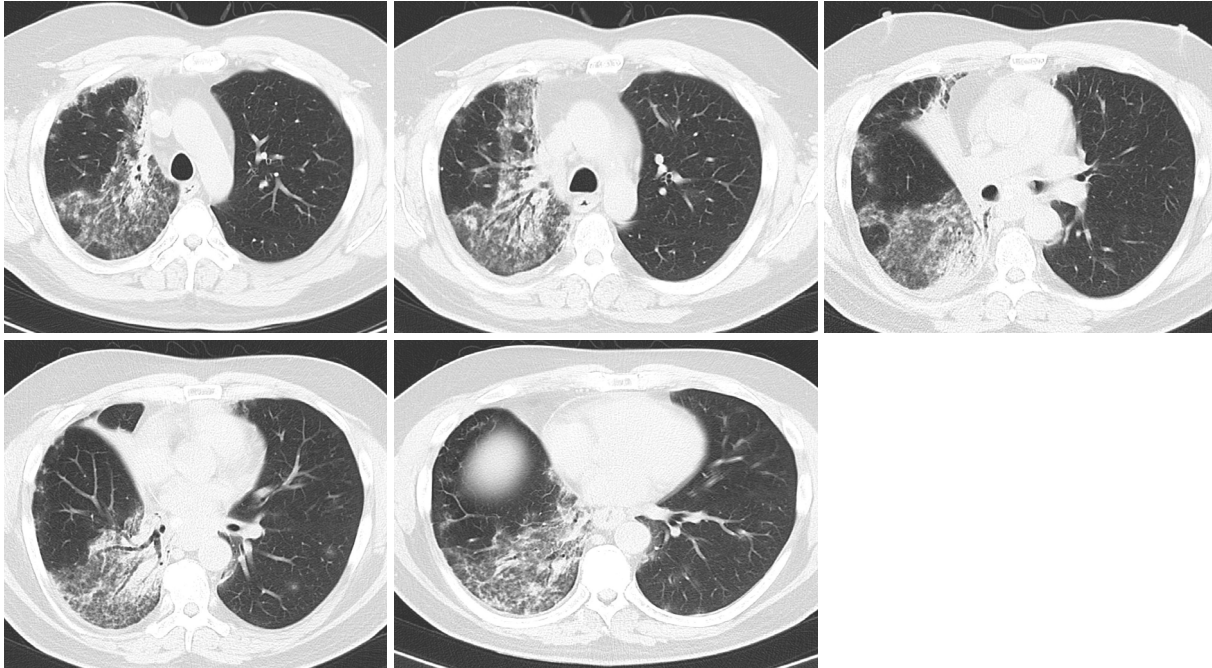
Chest CT findings 21 days after resumption of nivolumab + ipilimumab. Exacerbation of ground-glass opacity was seen.
